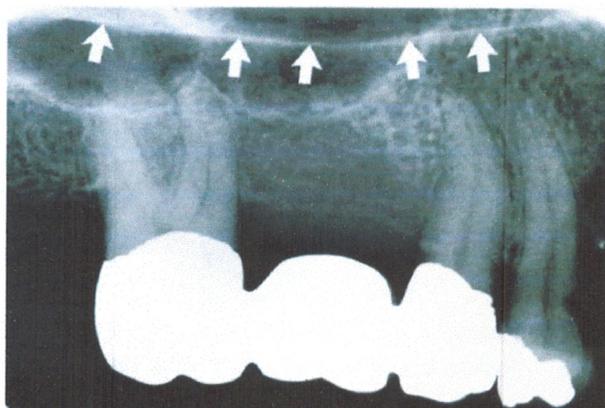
Radiographie rétro alvéolaire du secteur 14-16.on peut visualiser les rapports des dents Avec le sinus [50]
